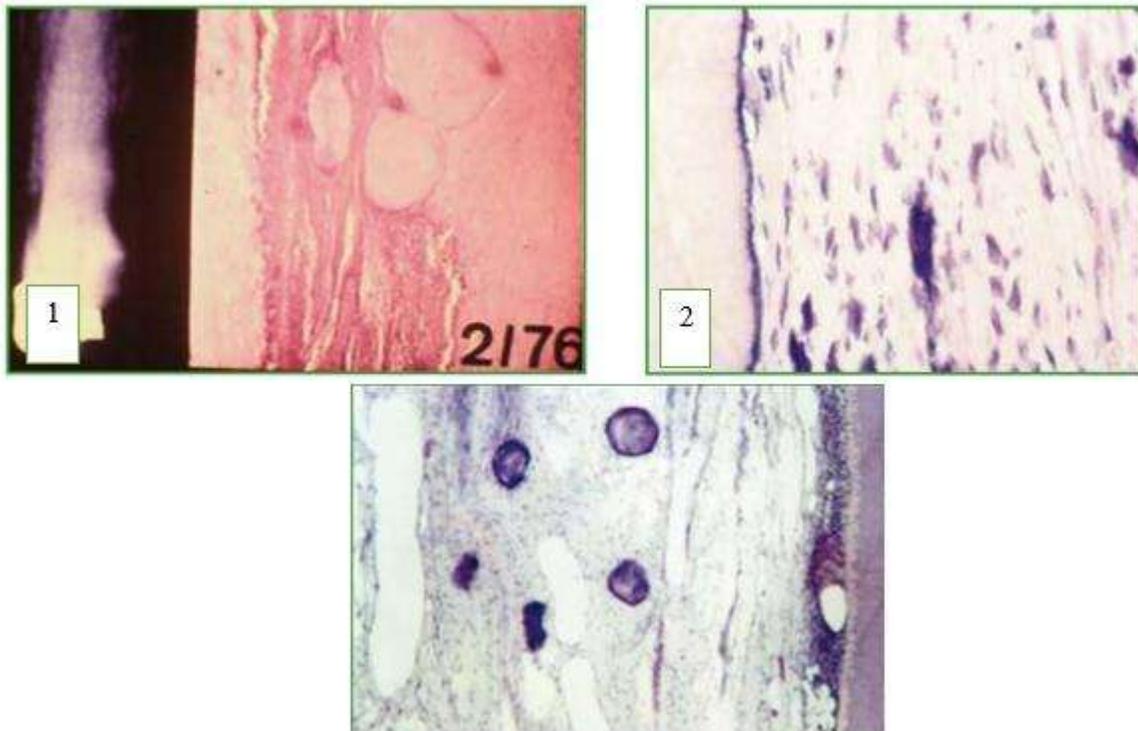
Imagen 1 radiografía del premolar superior con estrechamiento del conducto radicular y corte histológico donde se observan nódulos pulpaes, imagen 2 agujas cálcicas presentes en el conducto radicular, imagen 3 nódulos cálcios libres. (Córica (25), 2001).
